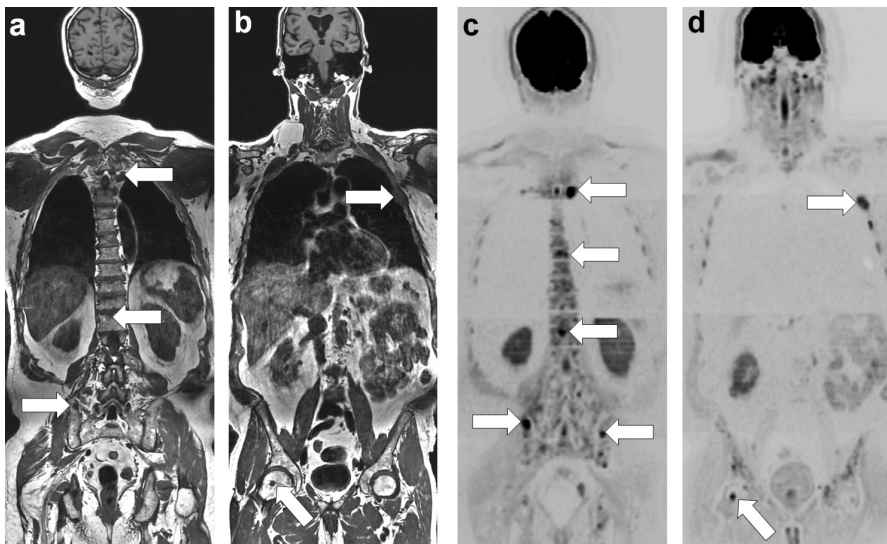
Myélome multiple nouvellement diagnostiqué chez un patient de 63 ans : bilan IRM corps entier.
